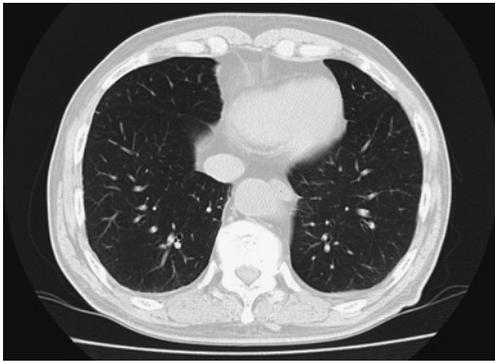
No peripheral ground-glass opacities or interlobular septal thickening were seen on chest CT.
